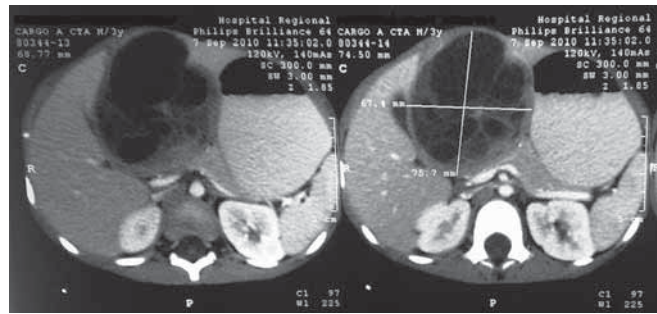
Se presenta la tomografía computada abdominal de un niño de 30 meses de edad con hamartoma mesenquimatoso de hígado, consistiendo en masa quística con separaciones internas en el lóbulo izquierdo del hígado, ocupando segmentos II y III.
